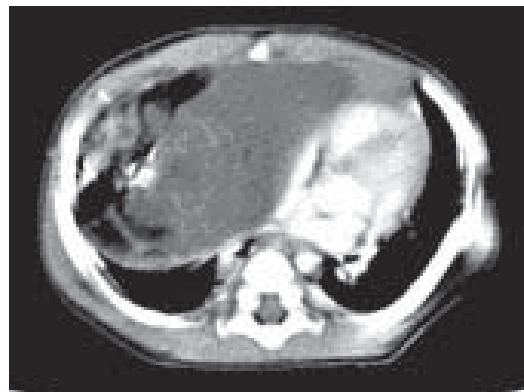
TC de tórax sin contraste
